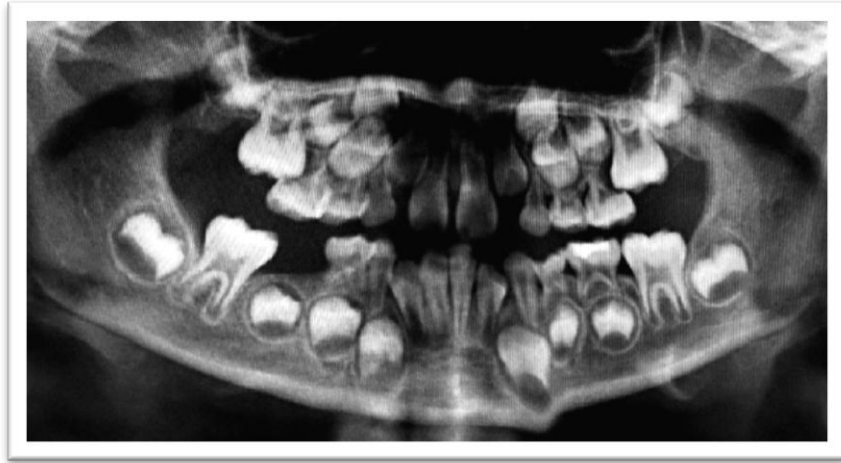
Radiografía panorámica que muestra erupción ectópica de piezas #16 y #26 con erupción ectópica que provoca reabsorción grado III de piezas #55 y #65. Fuente: Aguirre J. Chile. 2012. ⁵
